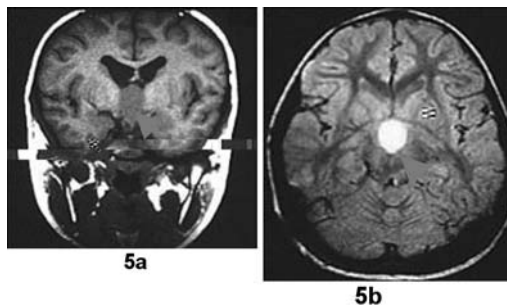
a: RMN coronal en T1 sin contraste que muestra lesión que ocupa la región supraselar comprimiendo el quiasma. b; RMN axial en T1 con contraste en la que se observa lesión selar que se realiza con gadolinio.
